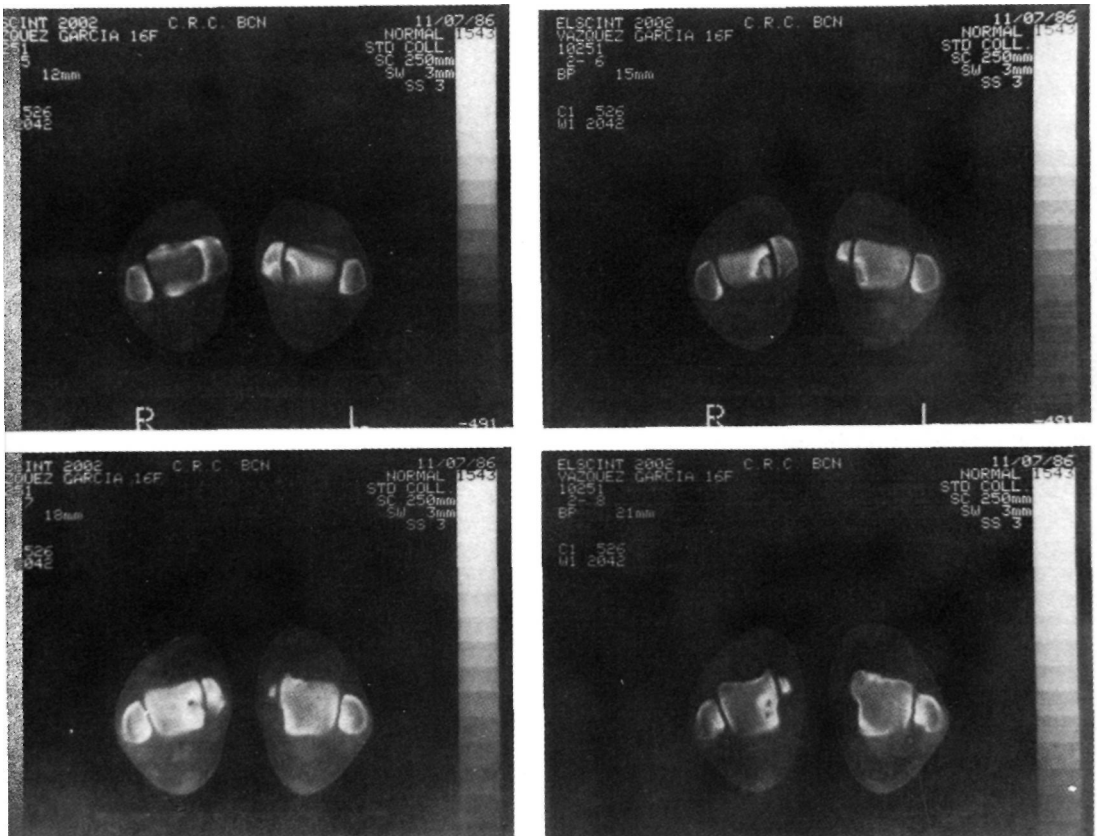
Imagen de las lesiones con tomografía axial computarizada.
